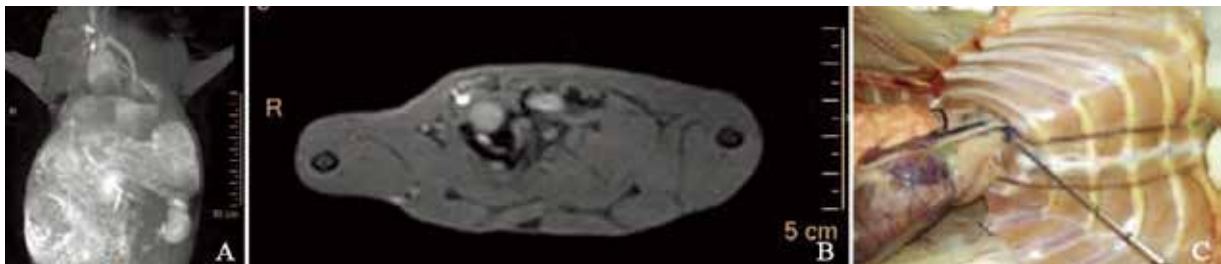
IM-SLN在MR-LG(A)、轴位MRI(B)和SLNB(C)上的显示情况
